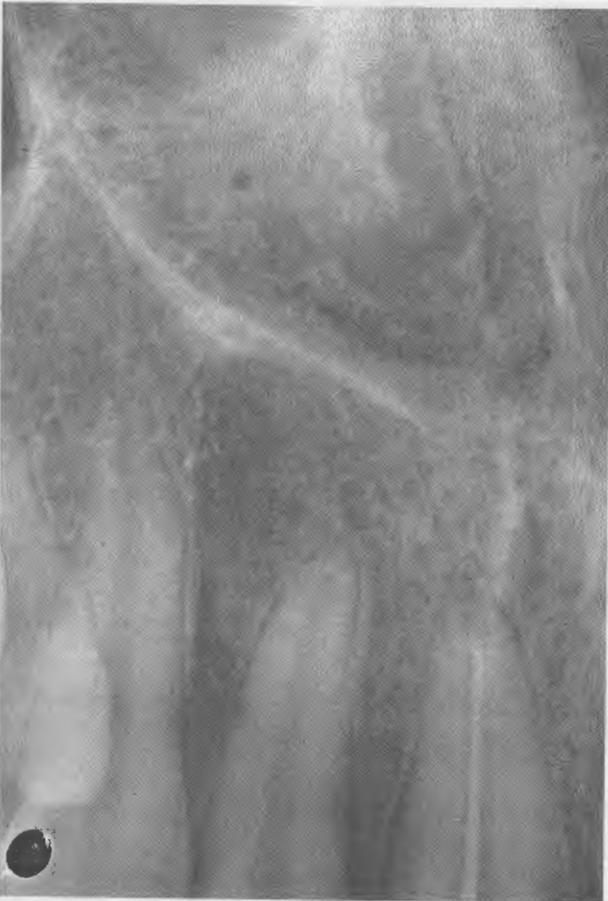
Radiografía de conometría del 11.
